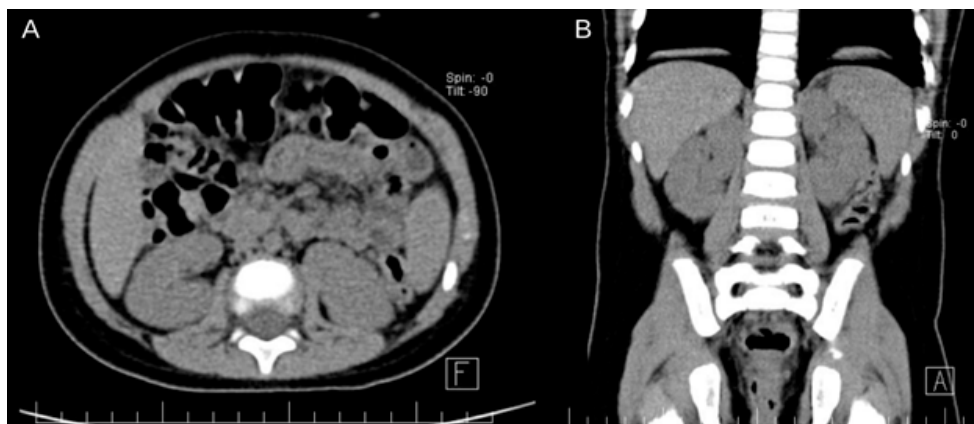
Imágenes axiales (A) y coronal (B) de la tomografía abdominal y pélvica. No se identificaron cálculos en riñones, uréteres o vejiga.
